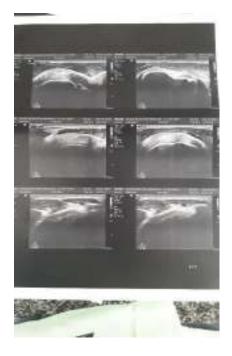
Ecografia do ombro direito do atleta S9
